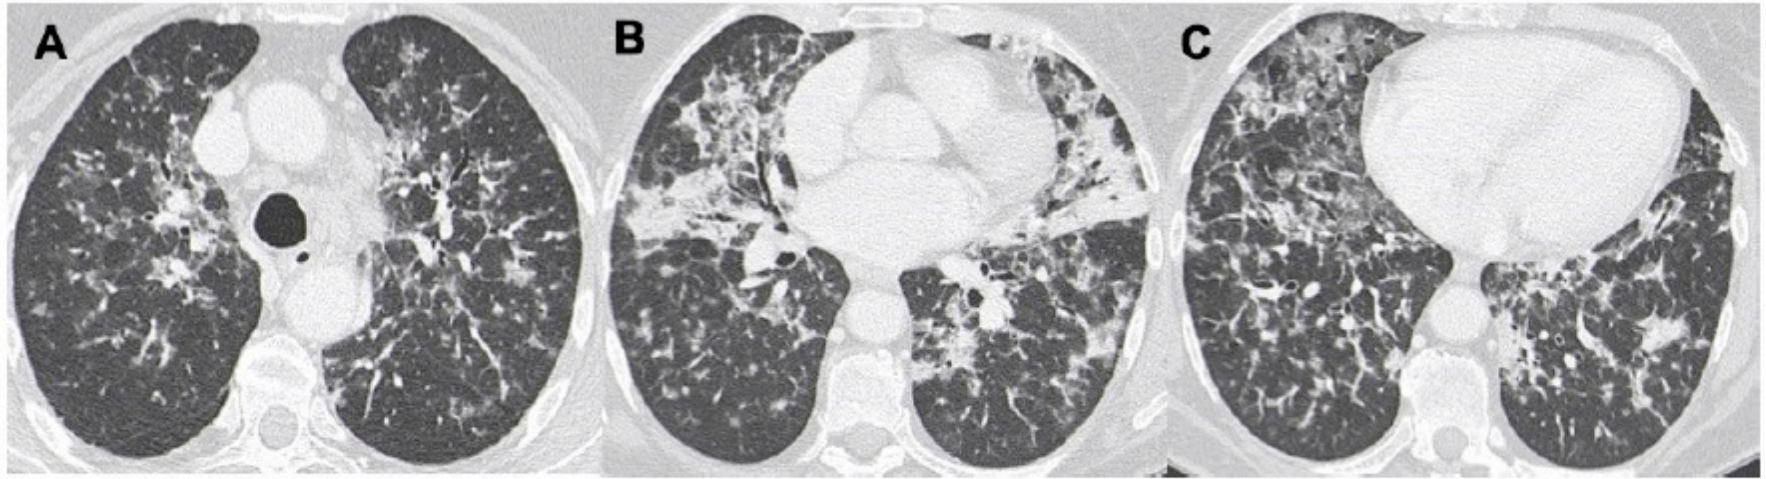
Diffuse interstitial lung involvement in MALT lymphoma. HRCT scans in (A–C) show diffuse thickening of the interlobular septa, together with peri-lobular ground-glass opacities and small confluent consolidations.
